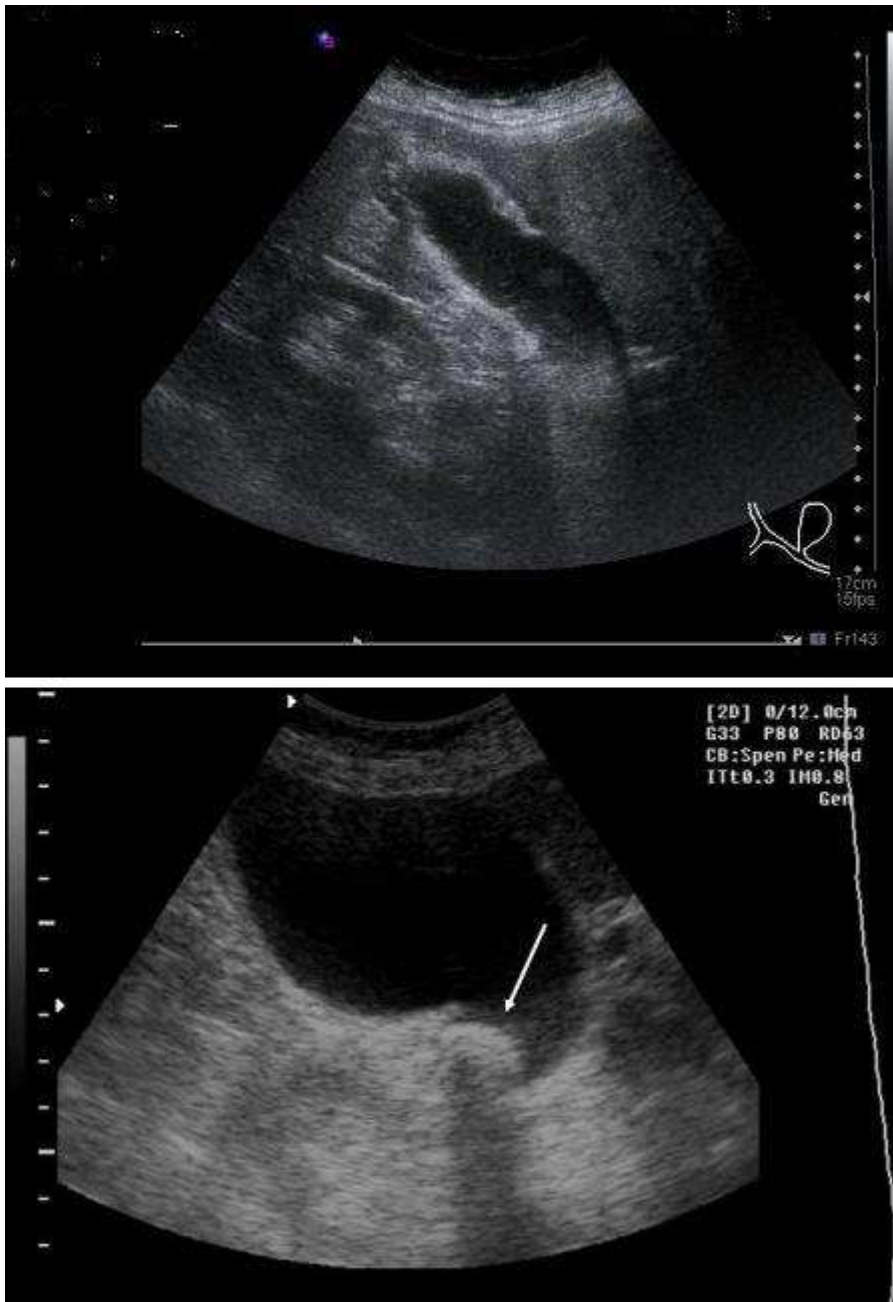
Immagini ecografiche di colecistite acuta
